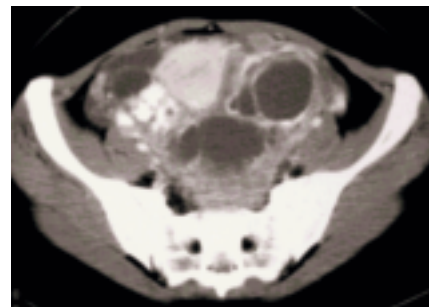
Image par résonance magnétique (IRM) d'un carcinome ovarien de grande taille, partiellement kystique.
